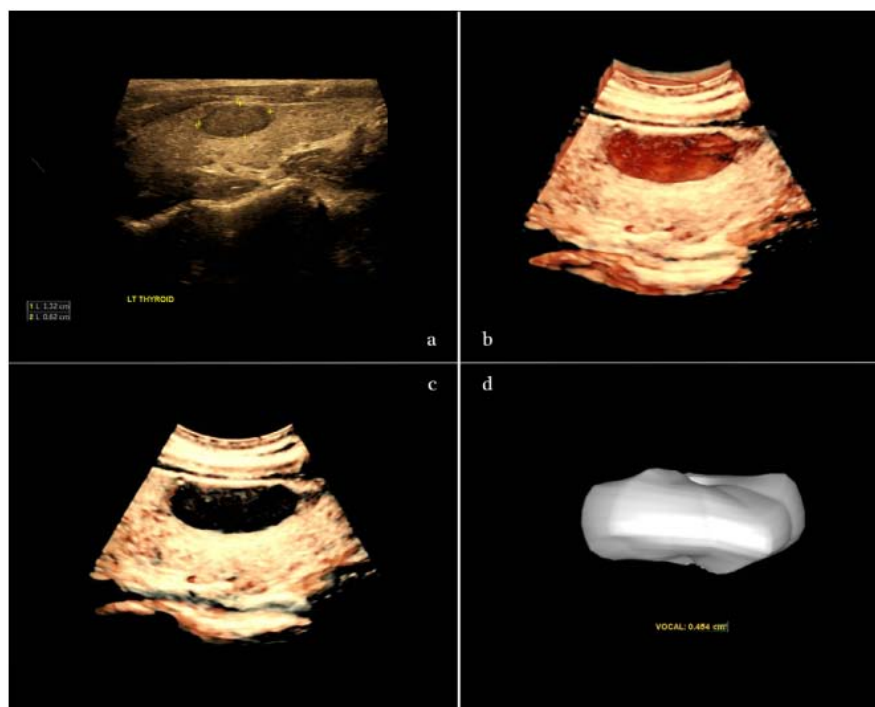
Nodule thyroïdien solide bénin chez une patiente âgée de 37 ans (a : image échographique en 2D d'un nodule thyroïdien hypoéchogène à limite nette), (b et c : image échographique en 3D), (d : mesure du volume du nodule en 3D) [11].
